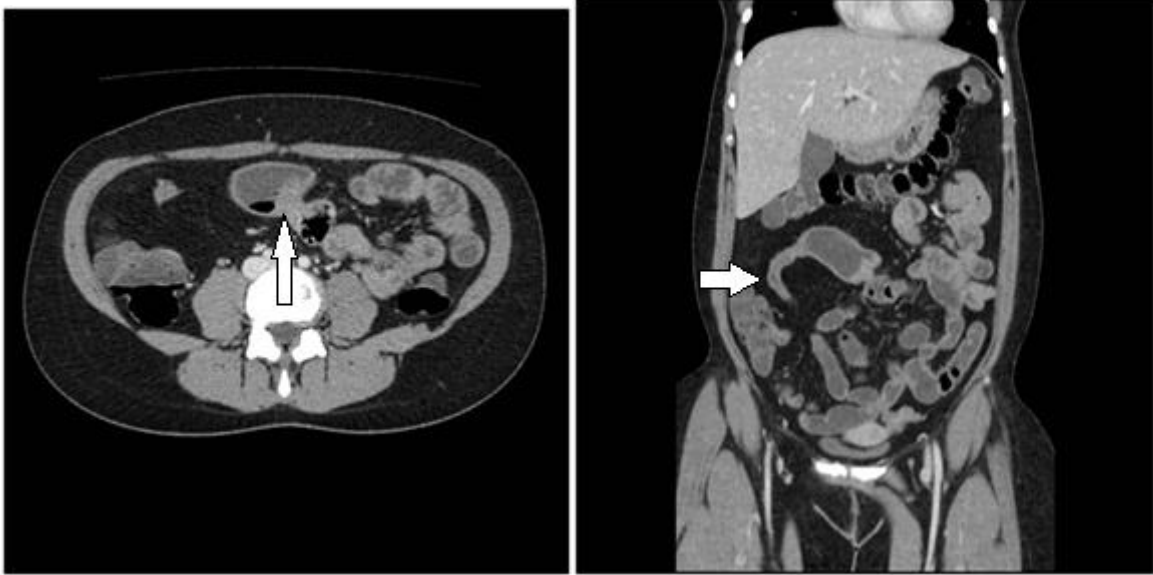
24.9b: Enterotomografia demonstrando estenose em alça ileal, de aspecto crônico, sem inflamação ativa.
